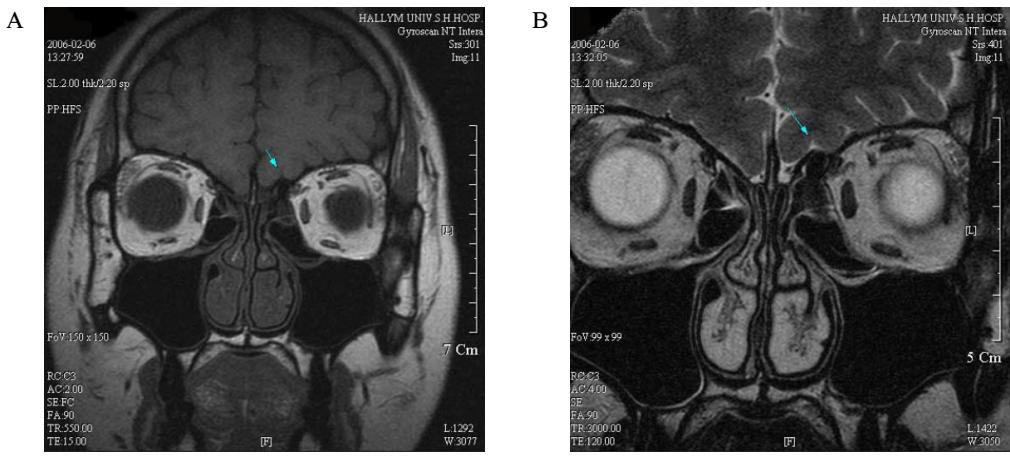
Olfactory MRI - Coronal Section (A-T1, B-T2 image).
